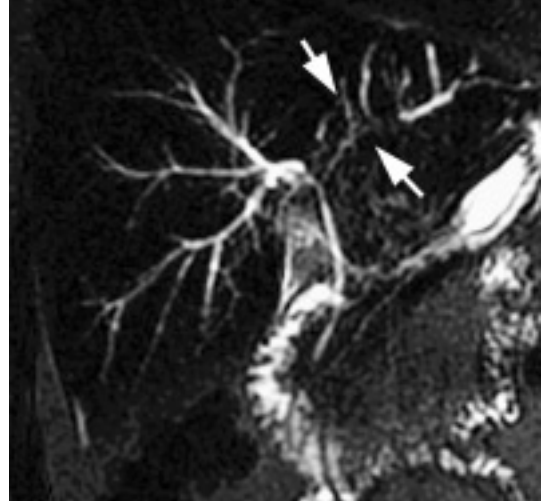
CP-IRM : cholangite lithiasique : multiples calculs avec sténoses et dilatations des VBIH droites (flèches), (séquence SS-FSE, coupe frontale de 20 mm d'épaisseur, TE eff 800 msec).
